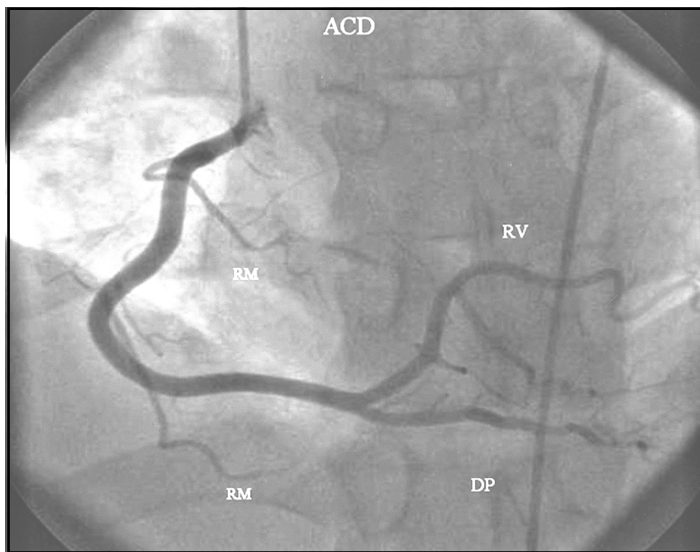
Arteria coronaria derecha. Anatomía normal. ACD: Arteria coronaria derecha; RM: Ramas marginales; DP: Descendente posterior; RV: Retro o posteroventricular.
